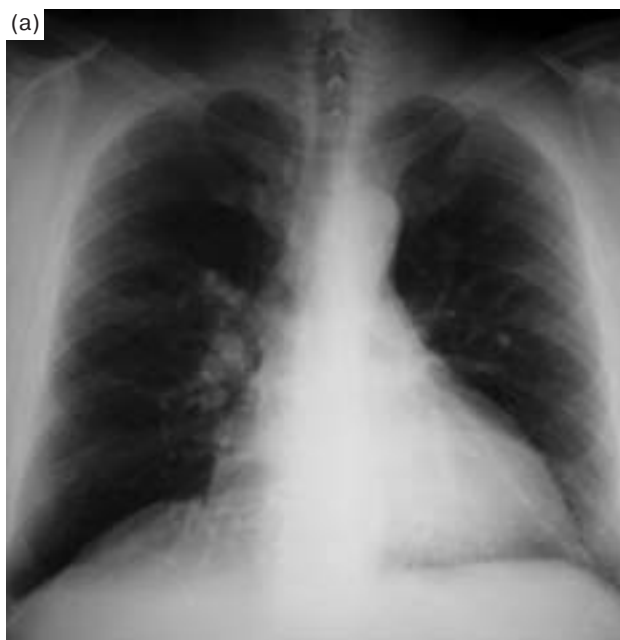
Рентгенограмма грудной клетки (а) и ФБС (б) пациента с КХ. Рентгенография не позволяет сделать заключение о локализации кровотечения. При ФБС выявлено кровотечение из В10 слева (заднебазальный сегмент).
